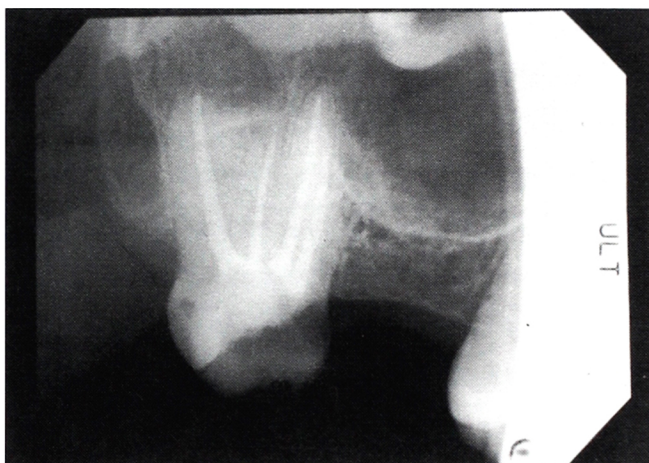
Radiograph demonstrates four canals in four separate roots.
